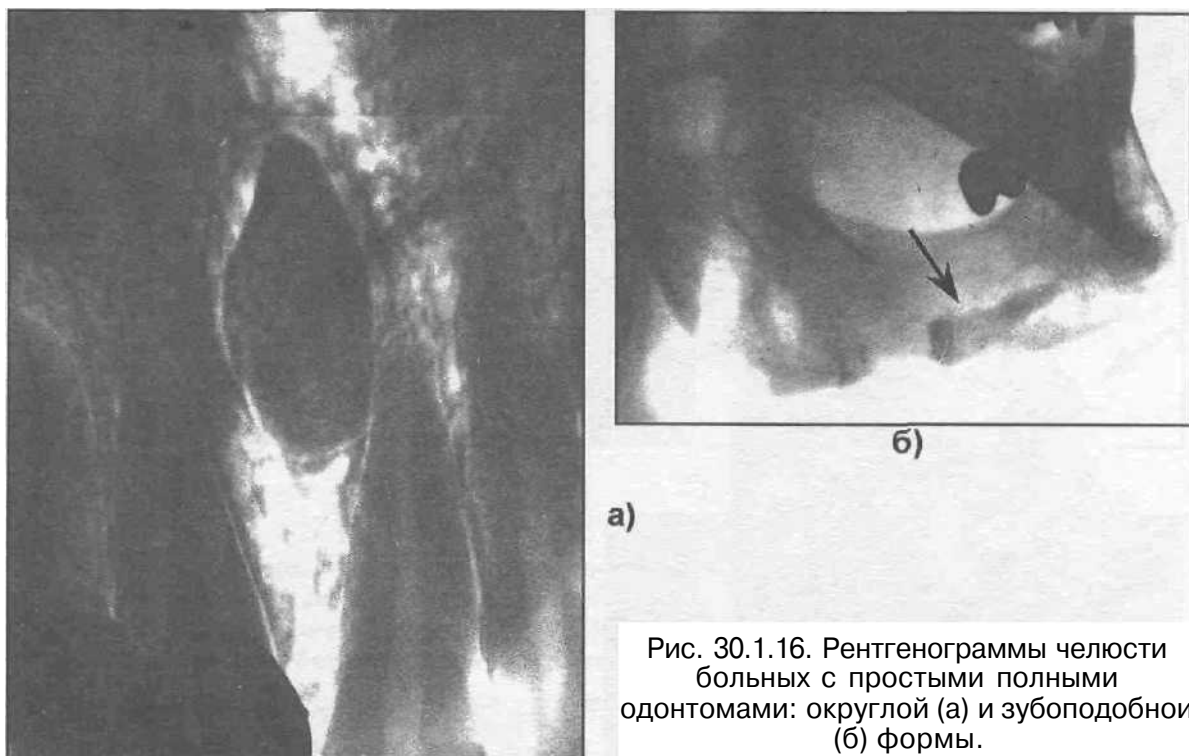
Рентгенограммы челюсти больных с простыми полными одонтомами: округлой (а) и зубоподобной (б) формы.
